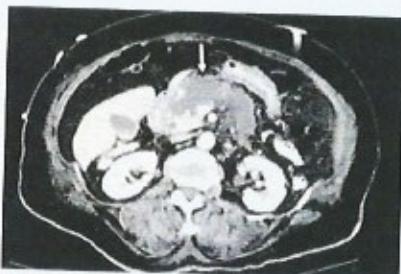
КТ с контрастированием. Стрелкой указан аваскулярный участок панкреонекроза.
